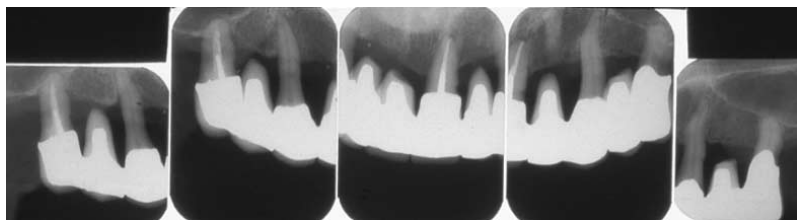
Pat A. Röntgenstatus efter genomförd initial fas av parodontitbehandling och temporär protetisk terapi.
